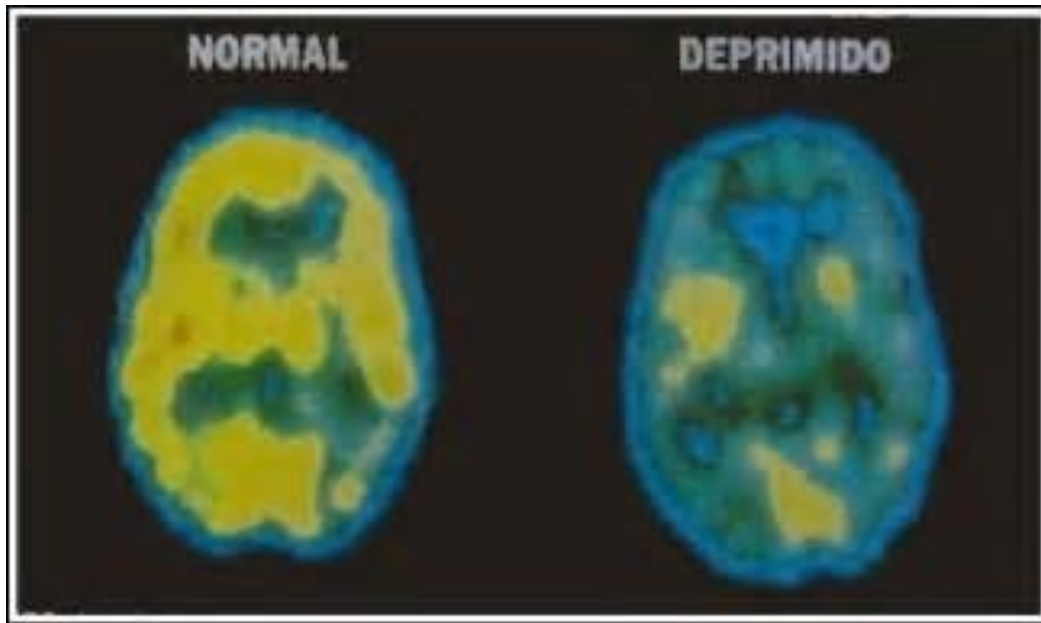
Tomografía por emisión de positrones en la que se compara la actividad cerebral durante periodos de depresión y actividad cerebral normal. En la depresión la actividad cerebral se ve disminuida. (Maraffi 2017).
